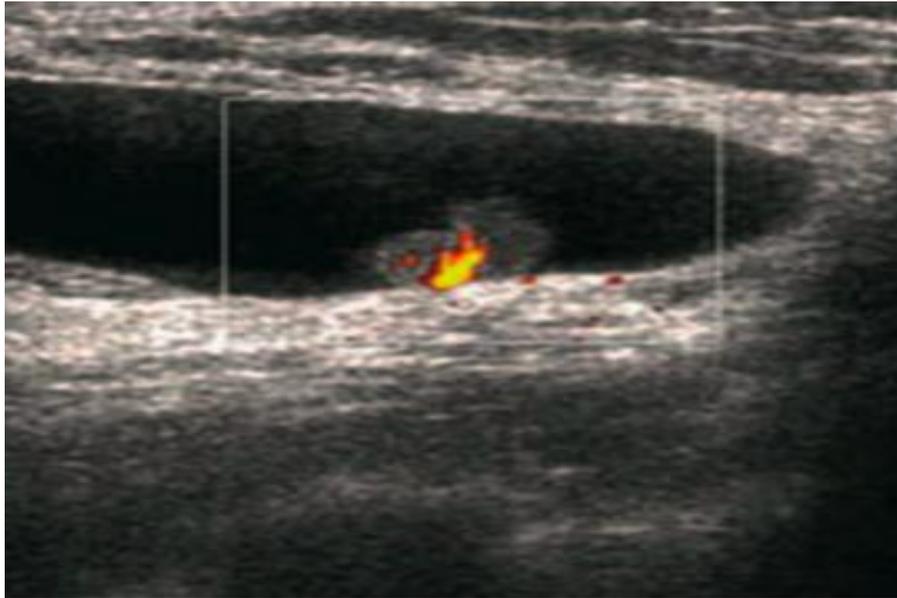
Papillome intrakystique bénin. Le Doppler énergie montre le pédicule vasculaire et confirme la nature néoplasique de la lésion [19]
